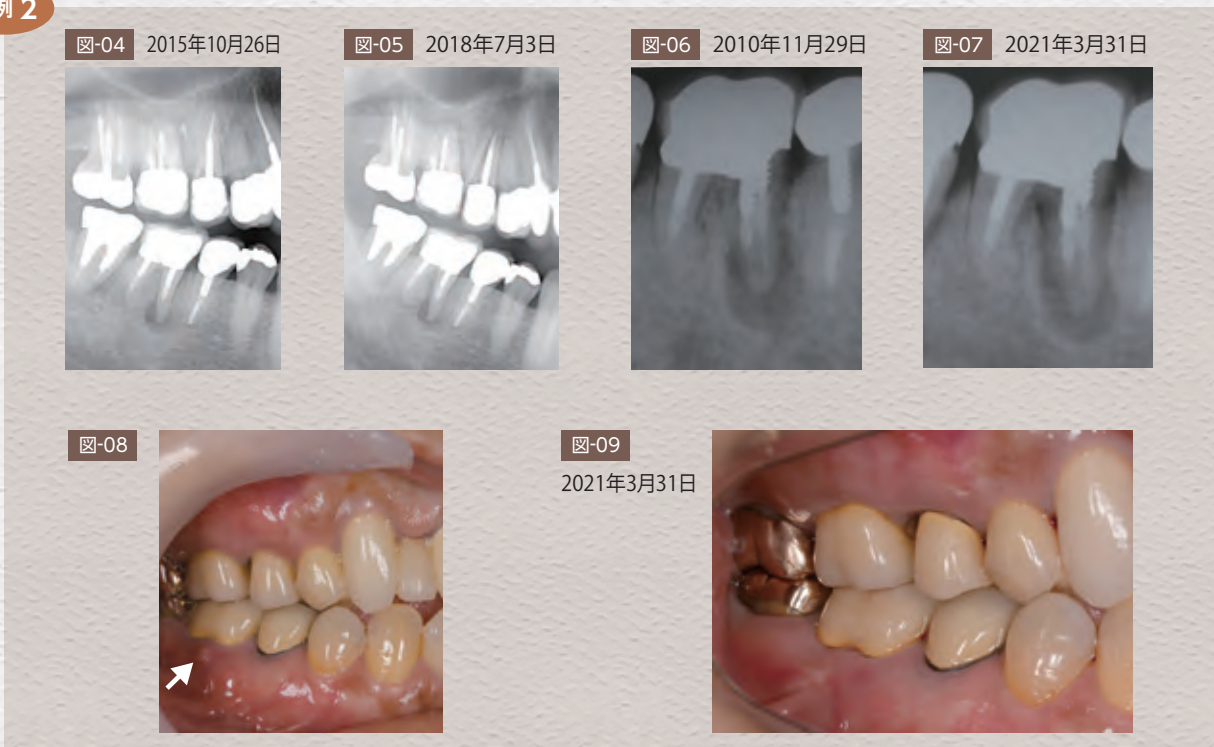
はOP(オルソパントモ)で 図-07 はデンタルX線写真で比較をしているが、レーザー治療により約10年間その後の疼痛を発症することなく経過している。特にOPでは根尖性歯周炎の様にも観察できるが、デンタルX線では根周囲の透過像として認めるため、数種類のレ線診断は重要と思われる。
